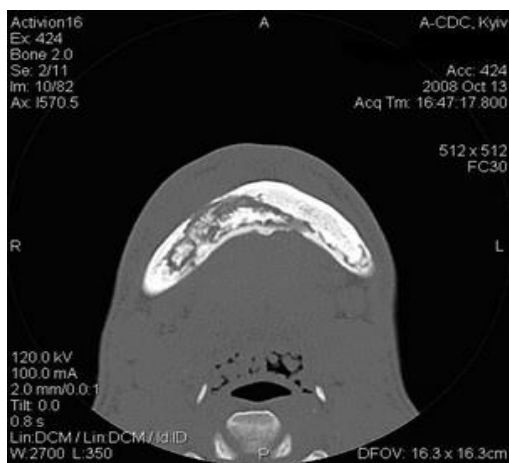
КТ хворого С., 30 р., з дифузним остеомієлітом альвеолярного відростку та тіла нижньої щелепи.
